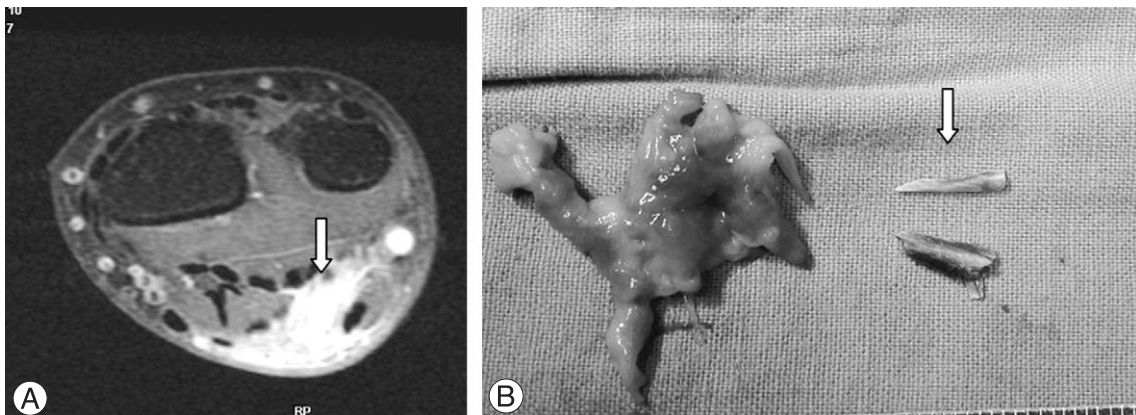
A 52-year-old man with tenderness and swelling in the injured hand. He was pricked by a twig 2 months ago. (A) Axial T2-weighted magnetic resonance image shows a high signal lesion suggesting foreign body reactions. (B) Removed foreign body and inflammatory tissues (arrow indicates wood fragment).
